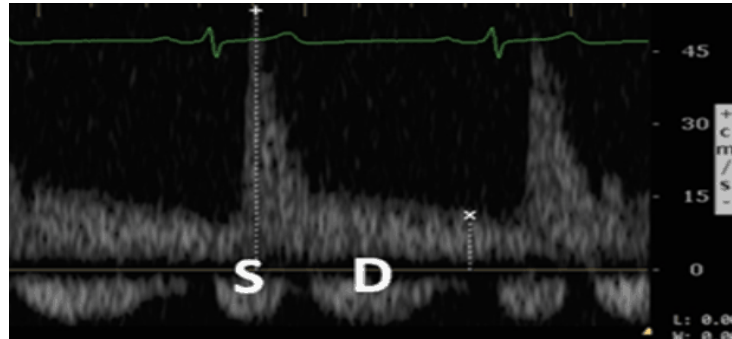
Anomalia leve en el Doppler pulsado de la vena intrarrenal: flujo bifásico. Aparece onda S y onda D en el flujo venoso.
